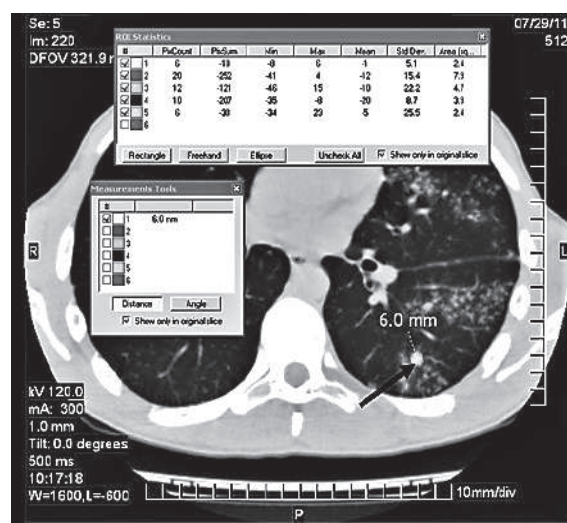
Акіальний зріз КТ хворого С. з дайком-в'ювером DICOM VIEVER PHILIPS та таблицями денситометричних показників вогнища нижньої долі лівої легень хворого (вогнище вказано стрілкою).
